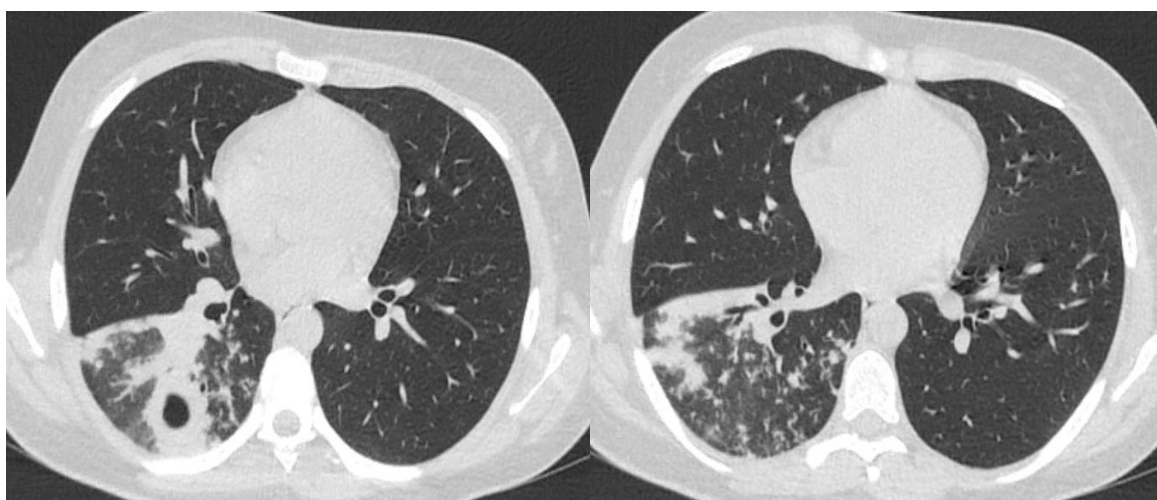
Компьютерная томограмма ОГК пациентки В. при выявлении
